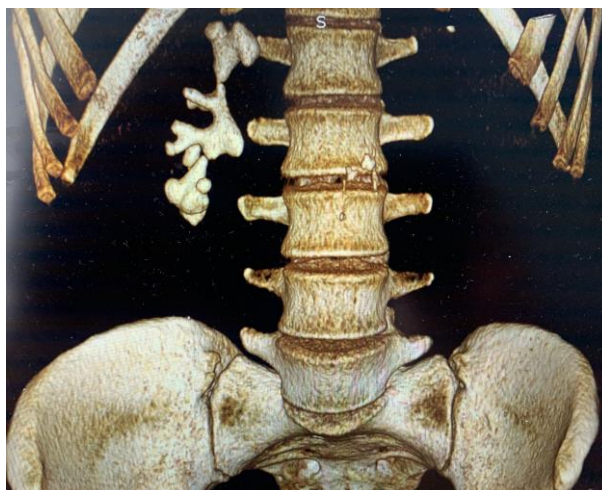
Пациентка К. 3d-реконструкция при компьютерной томографии: полный коралловидный камень правой почки
